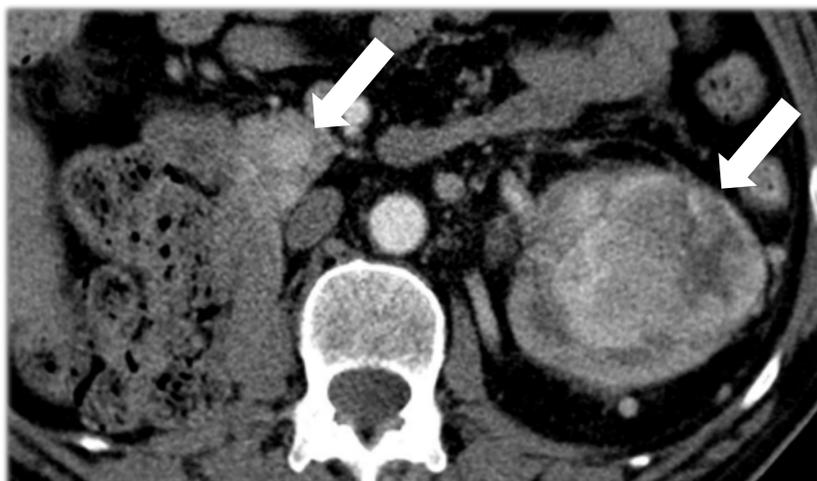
Imagen de TC, axial, fase portal. Lesión hipervascular en la cabeza del páncreas y tumor primario renal izquierdo incluido en la imagen.
